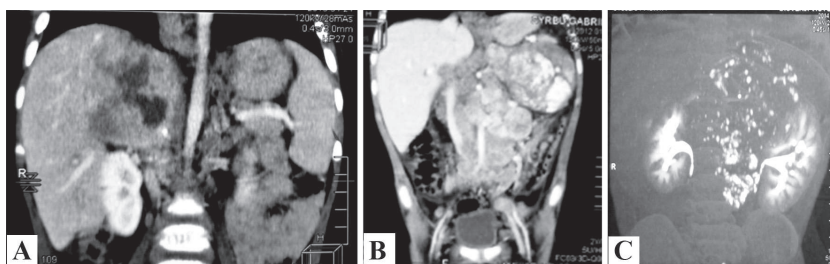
CT/RMN: A - componet solid și chistic în tumora, B – acumularea de contrast, C – prezența calcificatelor
